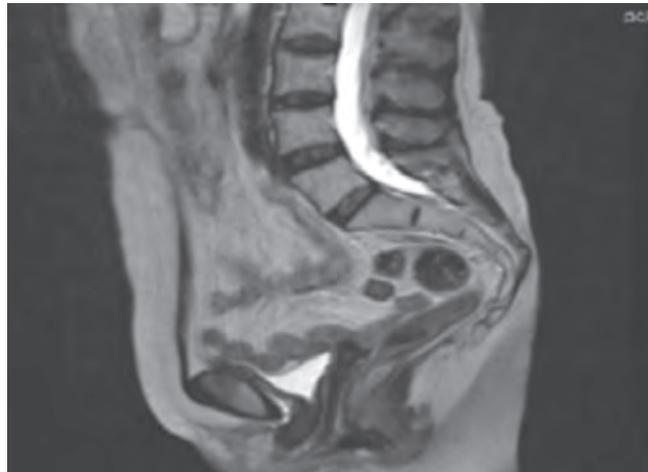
МРТ малого таза через 1 мес после проведенного лечения
